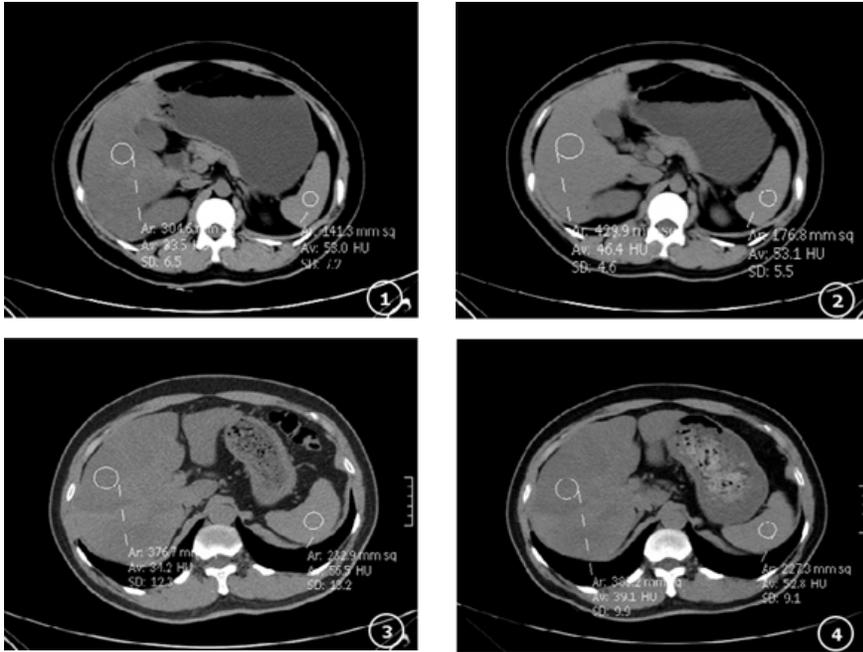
2为同一患者，图1CT平扫肝/脾CT比值0.63，图2为治疗三个月后复查肝/脾CT比值0.87。图3、4为同一患者，图3CT平扫肝/脾CT比值0.60，图4为治疗三个月后复查肝/脾CT比值0.74。
